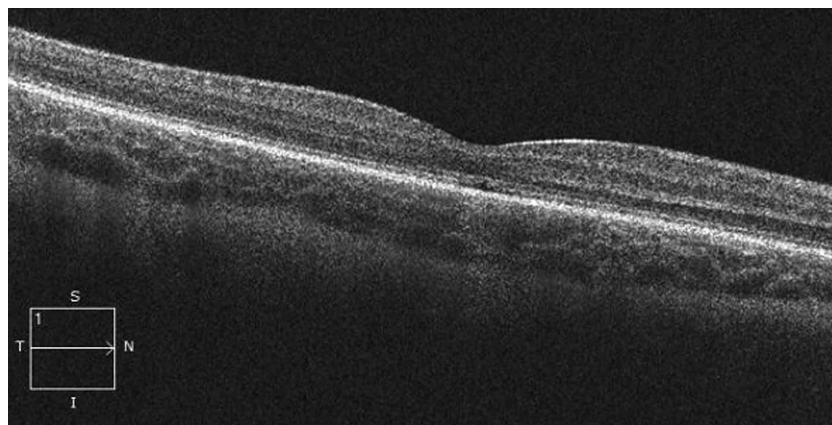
Оптическая когерентная томография сетчатки пациента п 3 (7 лет, мутации в гене *CNGA3*). Правый глаз. Низкая кооперация пациента, неустойчивая центральная фиксация. Истончение нейрорепителлия в макулярной области
